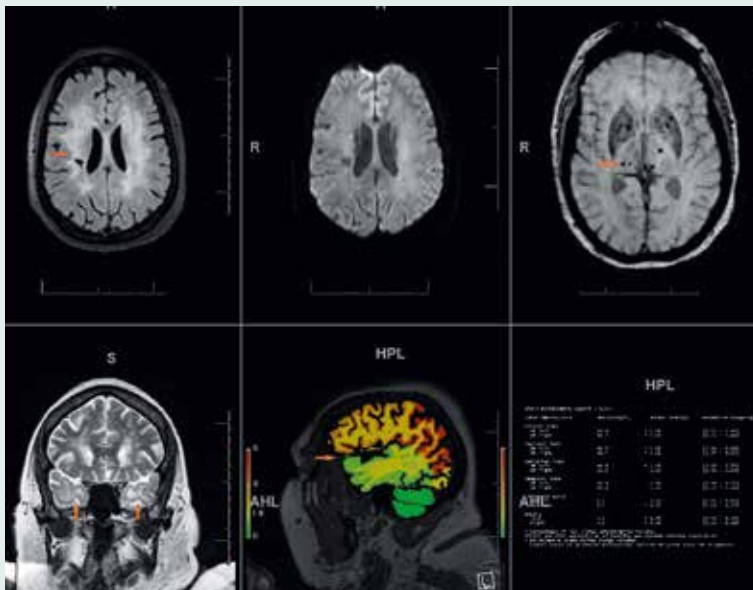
Massivste mikrovaskuläre Leukenzephalopathie, Fazekas 3, hyperintens in FLAIR (oben links) und DWI (oben mittig) mit hypointensen eingestreuten lakunären Defekten (Pfeil). Punktförmige SWI-Signalauslöschungen durch Mikroblutungen in beiden Thalami in hyperintensem Verteilungsmuster (oben rechts, Pfeil). T2-hyperintense vaskuläre Marklagerschäden beidseits temporopolar (Pfeile). Ausgeprägte MR-morphometrisch objektivierbare kortikale Atrophien (unten mittig [Farbkarte, Pfeil] und unten rechts [Messwerte tabellarisch])
